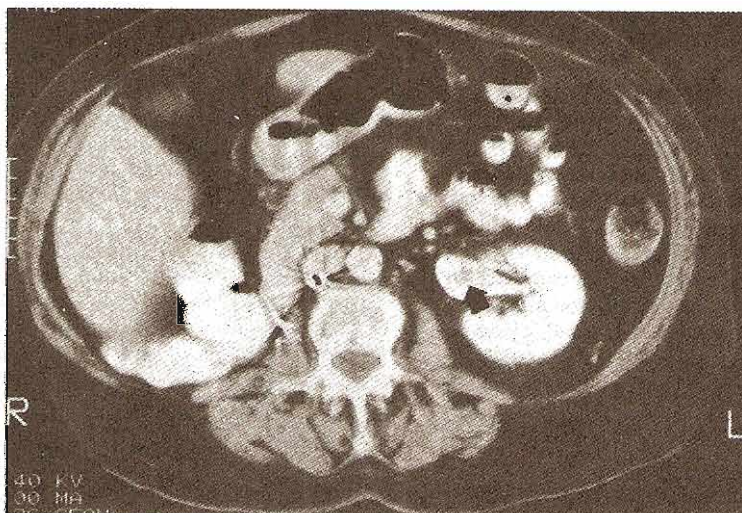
Una TC para mostrar un tumor en la pelvícula renal (flecha).
